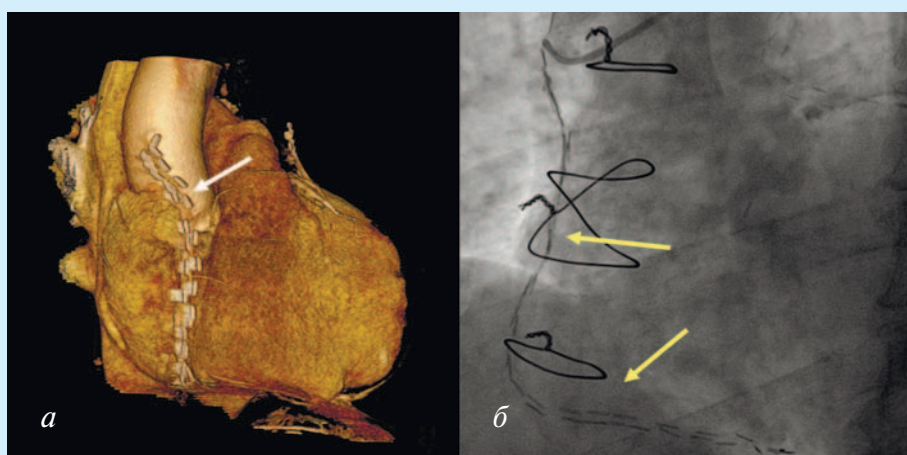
а* – VRT-изображение при КТ-шунтографии; *б* – инвазивная коронарная ангиография, правая боковая проекция. Окклюзия аутоартериального аортокоронарного шунта к правой коронарной артерии (стрелки)
